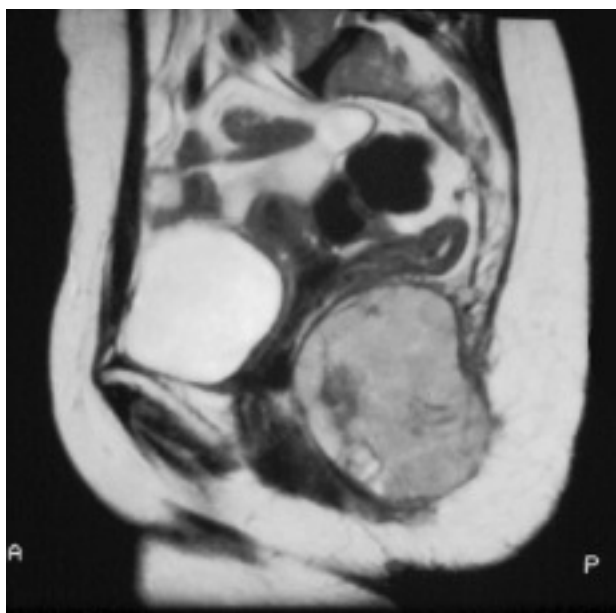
Visión sagital paramediana en RMN de un cordoma sacro.
